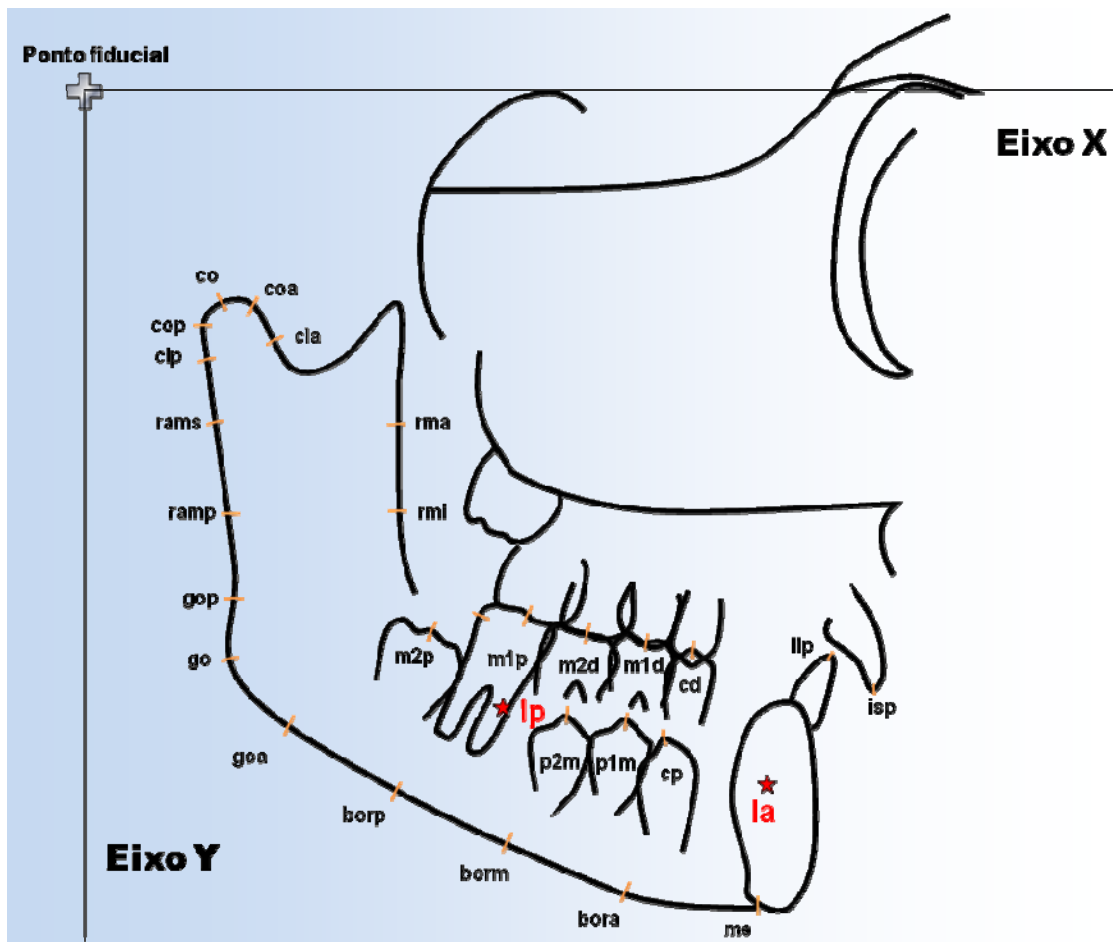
Eixo X representado pela linha horizontal formada pelo plano orbitário determinado na radiografia inicial (T1), transferido para as radiografias subseqüentes por meio da superposição dos implantes metálicos. Eixo Y determinado por uma linha vertical que passa pelo ponto fiducial localizado na extremidade posterior do plano orbitário com pontos no corpo da mandíbula condilares (co, coa, cop, cla e clp), os pontos do ramo mandibular (ramp, rams, rma e rmi), na borda inferior (gop, go, goa, me, bora, borm e borp) e os pontos dentários: isp, iip, cp, cd, p1m, p2m, m1d, m2d, m1p e m2p.
